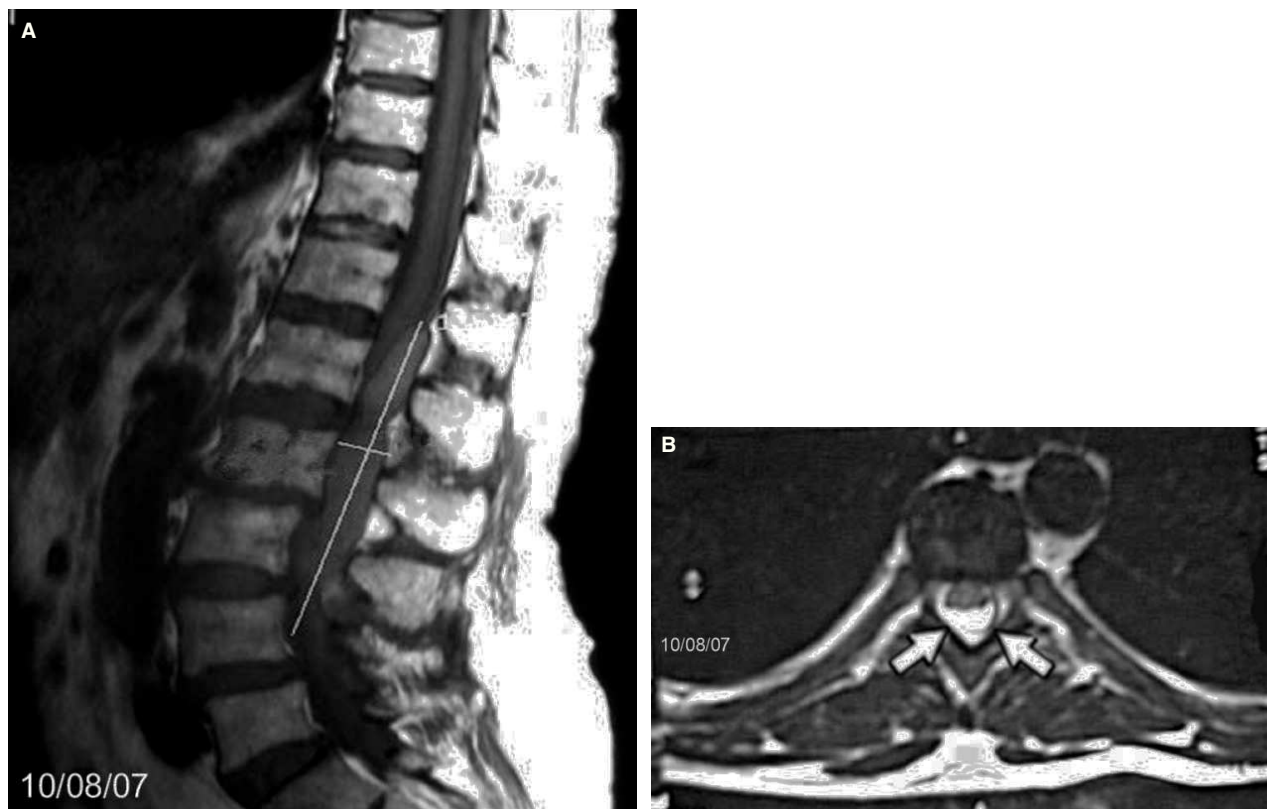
Resonancia magnética. A) Corte sagital. Imagen hipointensa desde L1-L4 en espacio epidural. B) Corte transversal. La lesión comprime la médula.
